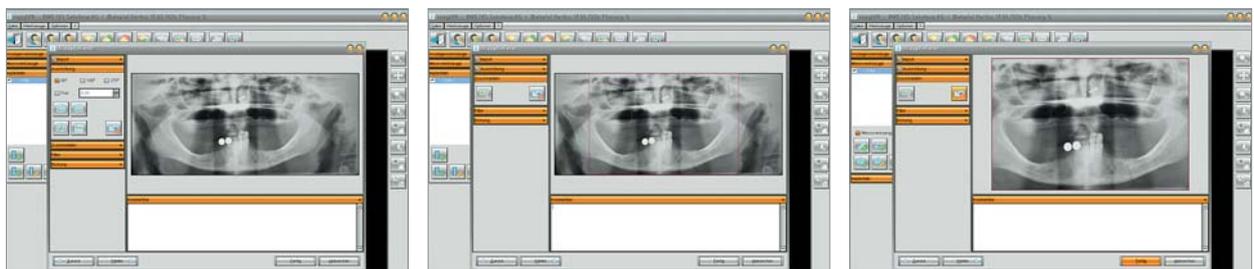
Das Röntgenbild kann ausgerichtet werden. – Abb. 8: Auswahl des Zuschneidebereichs. – Abb. 9: Ausgewählter Planungsbereich.
